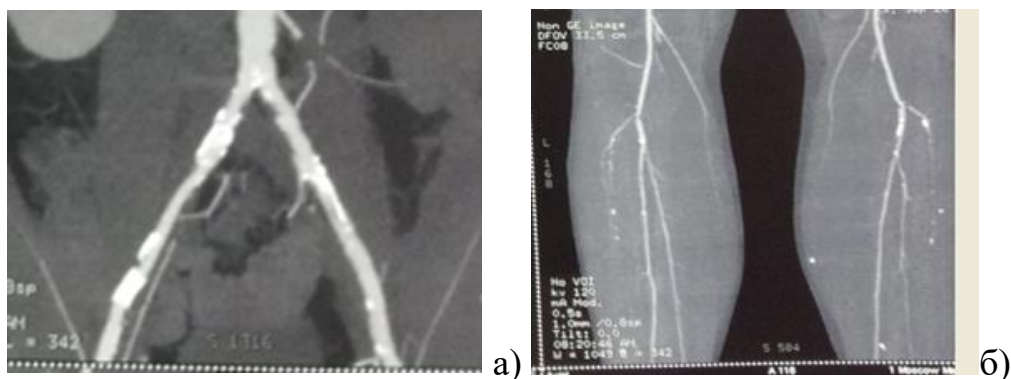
МСКТ- ангиография артерий нижних:
